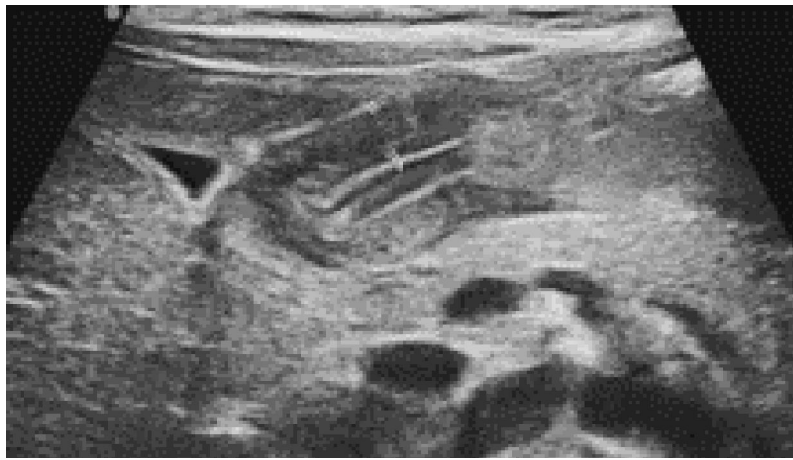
Échographie : hypertrophie et sténose pyloriques. Mesure de la longueur du canal et de l'épaisseur du muscle sur une coupe longitudinale. (53)
